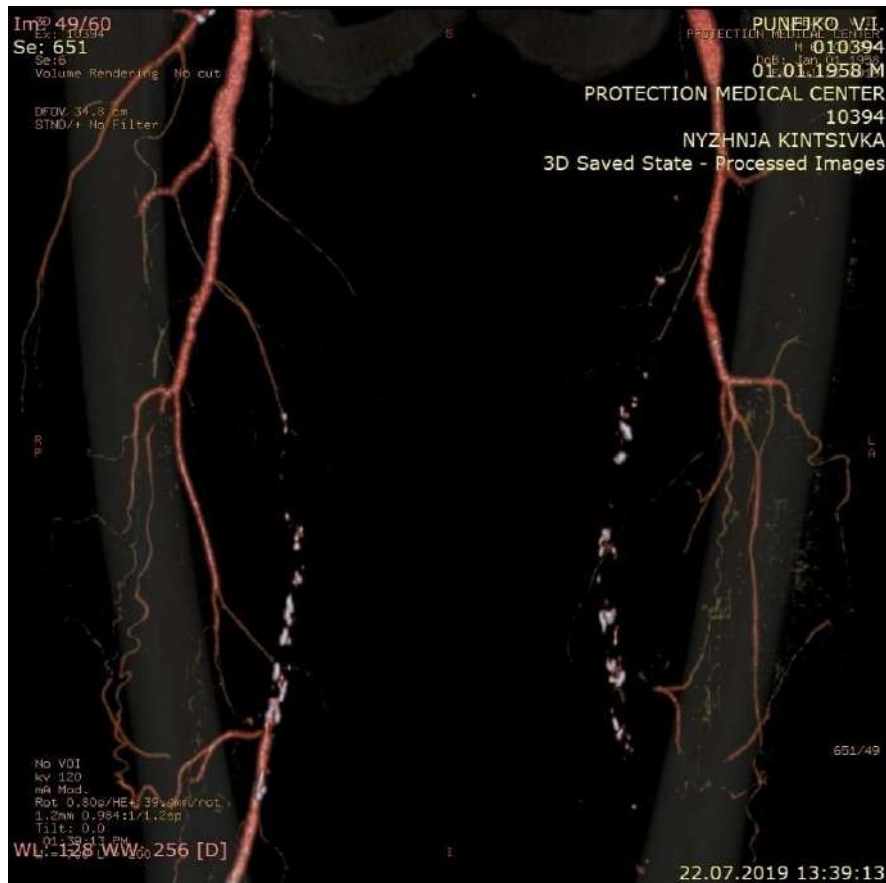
МСКТ аорти та артерій нижніх кінцівок хворого П. Візуалізується задовільний зв'язок ГАС із ПА.
